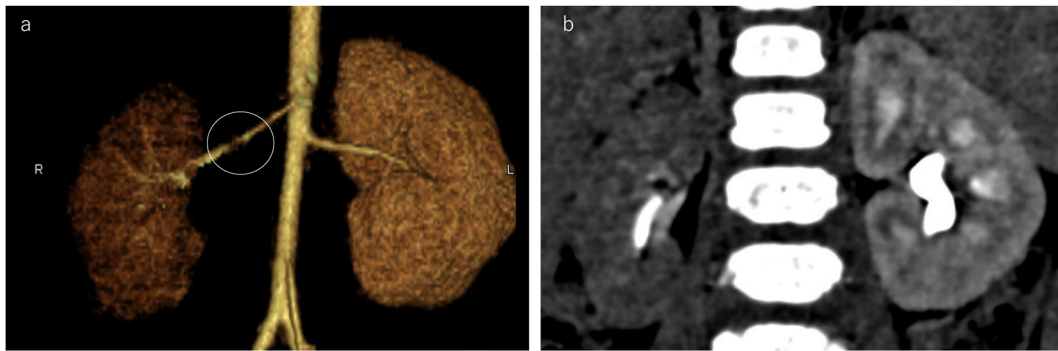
Computed tomography: a) The right renal artery shows significant narrowing. b) The right kidney was atrophied
